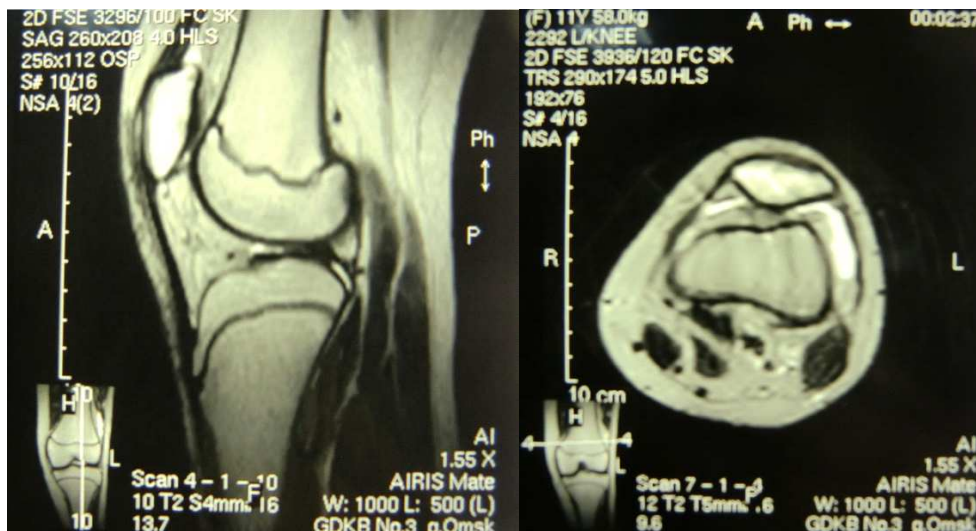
МРТ левого коленного сустава. МР-признаки импрессионного перелома надколенника, посттравматического лигаментита наружной коллатеральной связки, дегенеративного повреждения внутреннего мениска
